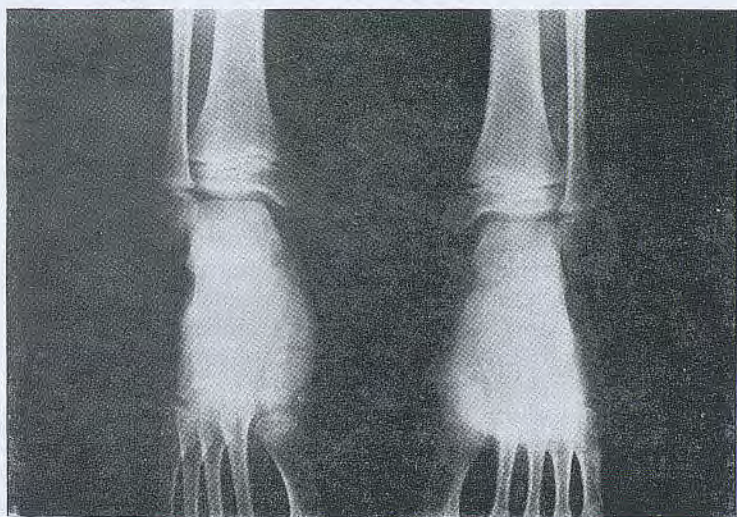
Normalització de les radiografies dels turmells.
